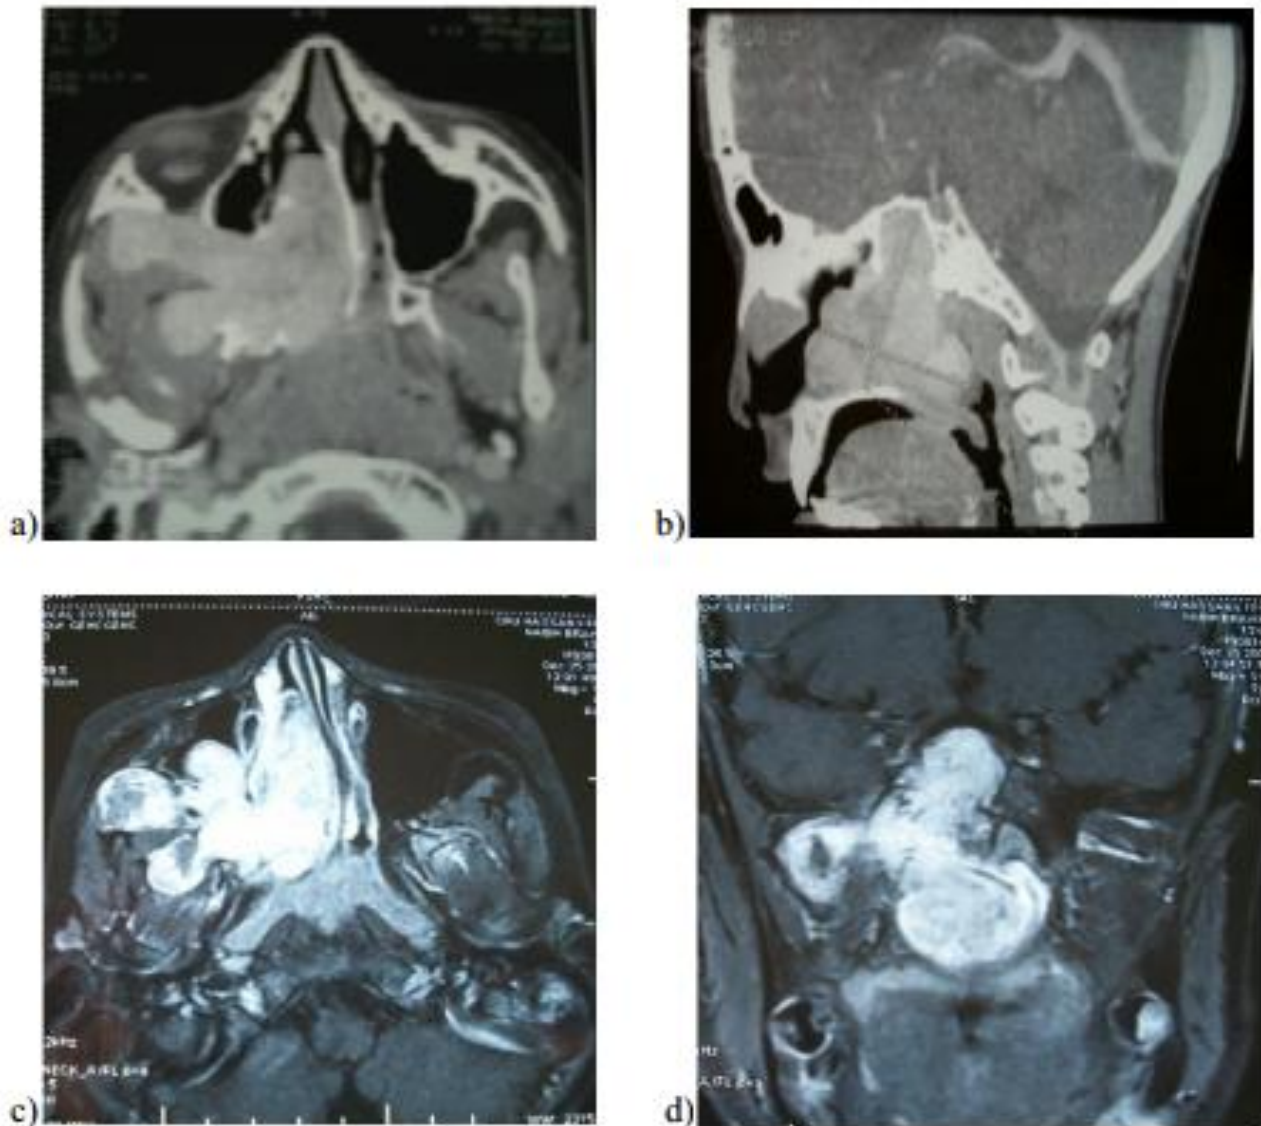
TDM cérébrale coupe axiale (a), sagittale (b) après injection de produit de contraste, IRM coupe axiale (c), coronale (d) après injection de gadolinium : montrant une masse tissulaire rehaussé de façon intense après injection de contraste centré sur la fosse ptérygo-palatine étendu au sinus sphénoïdal.
